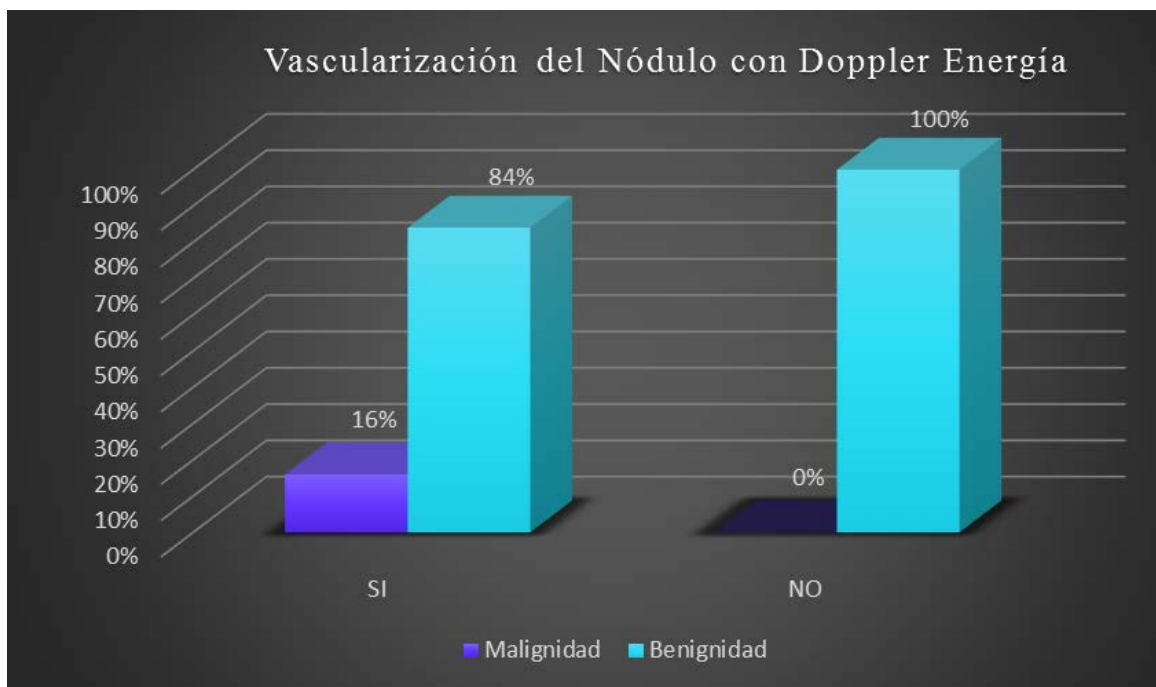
Distribución de benignidad y malignidad en función de la detección de vascularización con Doppler energía.
